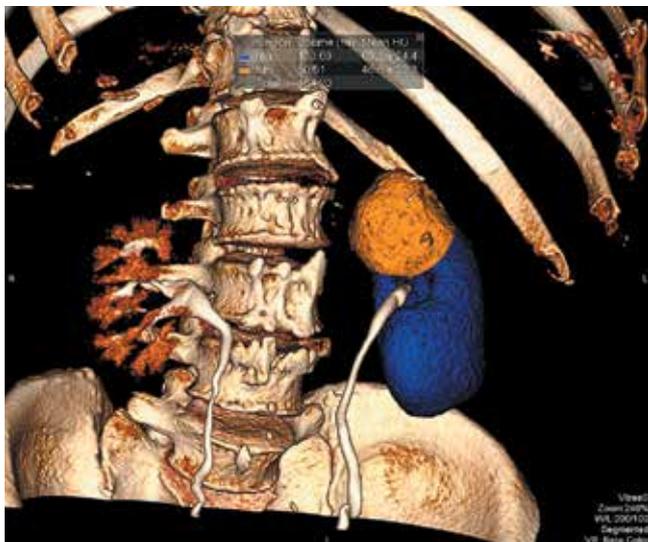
Компьютерная томограмма с расчетом объемных показателей до оперативного лечения
